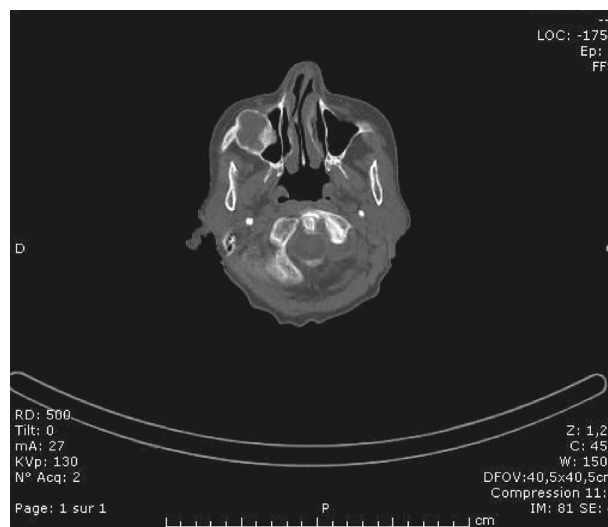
TDM du massif facial en coupe axiale et fenêtre osseuse montrant une tumeur envahissant le sinus maxillaire droit, soufflant et rompant la corticale.
